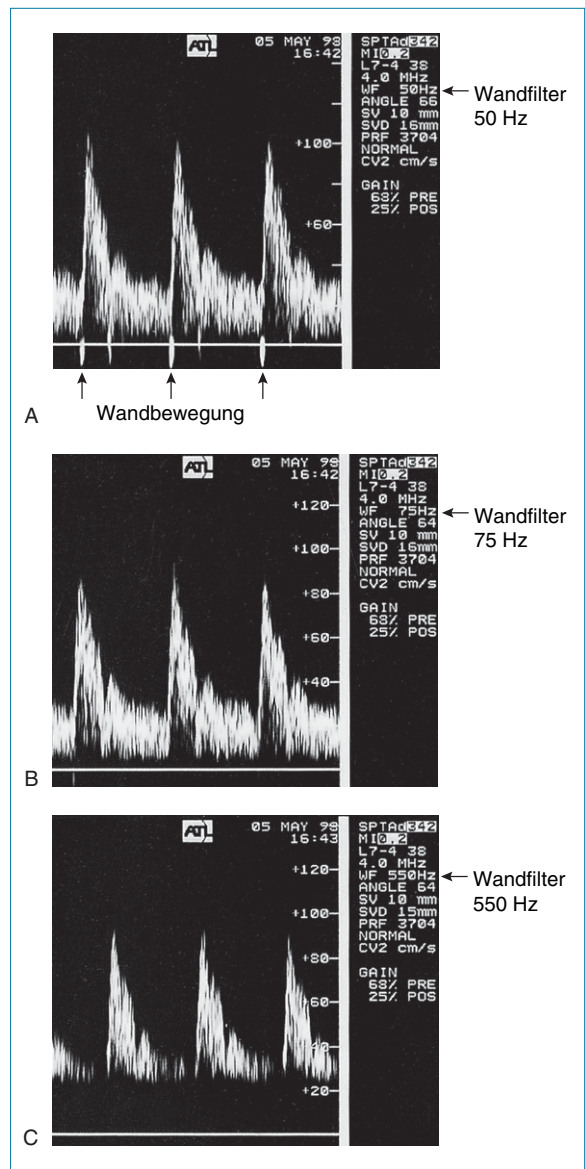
A: Wandbewegungen (wall thump) erzeugen ein niederfrequentes Signal hoher Amplitude. B: Um die durch Wandbewegungen erzeugten Signale vom Dopplersignal abzuschneiden, kann ein Filter eingesetzt werden; eine zu hoch eingestellte Grenzfrequenz des Filters (wie in C) kann das Erscheinungsbild der Wellenform aber verändern.
